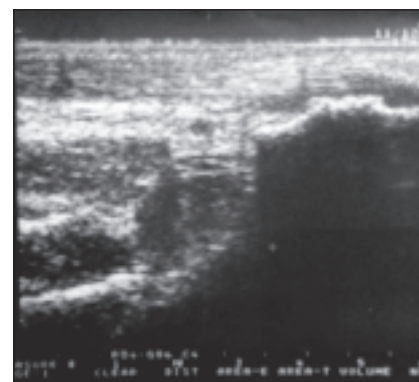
УЗИ ахиллова сухожилия. Определяются неровный контур пяточной кости, ретрокальканеальная bursa, неоднородная структура ахиллова сухожилия в области энтезиса
